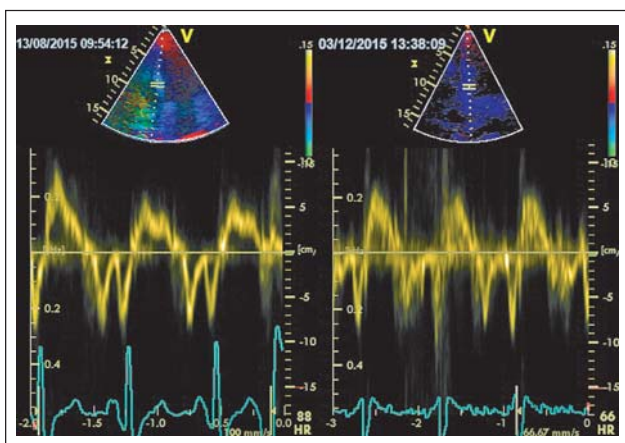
Verlaufskontrolle nach 3-monatiger Therapie: Zunahme der systolischen Linksventrikelfunktion im Tissue-Doppler (s').
